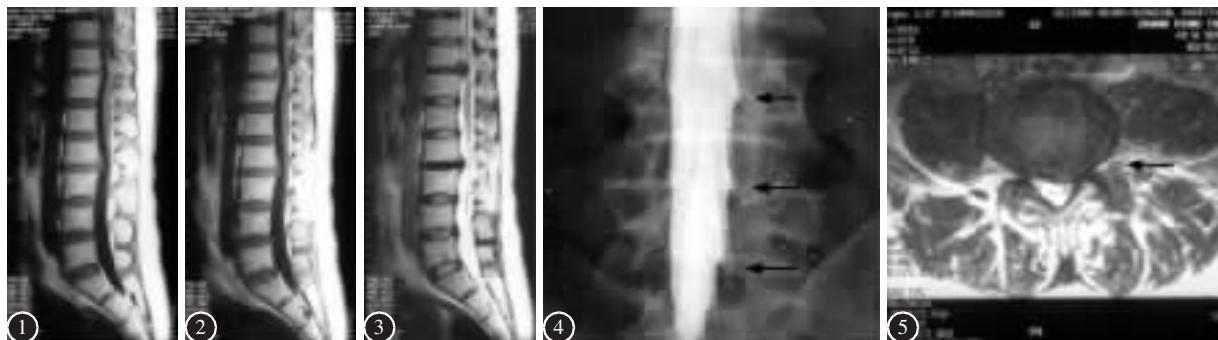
~3 胸腰段 MRI 矢状面示 T11/12 和 L2/3 椎间盘突出,T11/12 椎间狭窄明显
